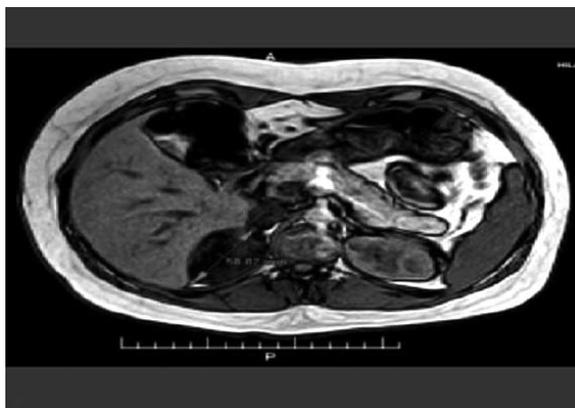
Imagen RMN de la masa suprarrenal.
